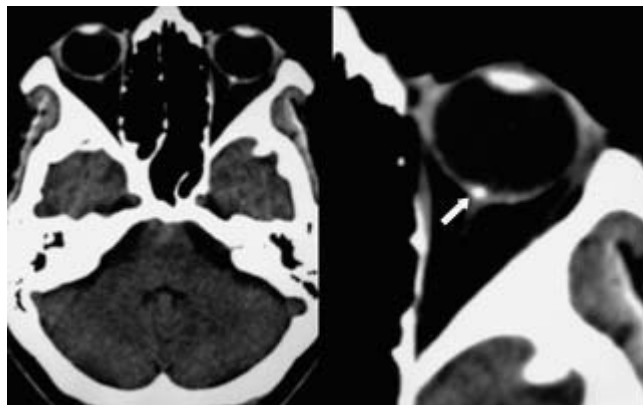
Tomografía computarizada (TC) craneal de una mujer joven a la que se descubrió un “papiledema” en una revisión oftalmológica rutinaria. No tenía clínica neurológica alguna ni déficit visual. El clínico que interpretó la imagen en el contexto de la paciente determinó que padecía drusas calcificadas (*flecha*) en la cabeza de ambos nervios ópticos y no se hicieron más pruebas neurológicas, evitándose la realización de una punción lumbar. Izquierda: TC craneal sin contraste; derecha: detalle del área orbitaria izquierda.
